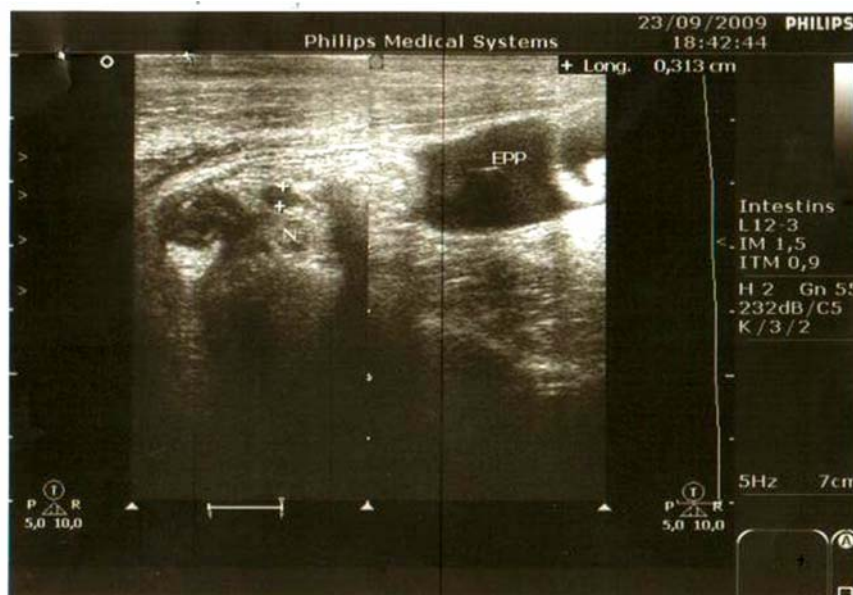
Images échographiques montrant un ganglion avec un épanchement péritonéal de la fosse iliaque droite.
